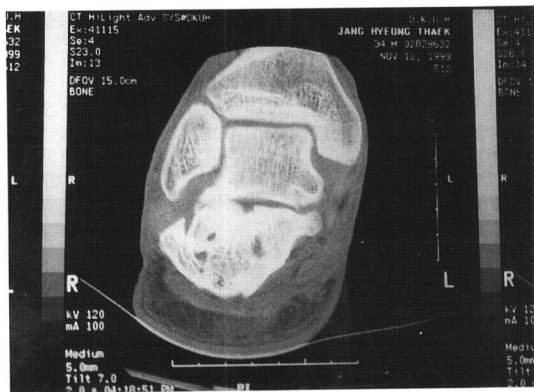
Preoperative CT shows degenerative change of subtalar joint.
